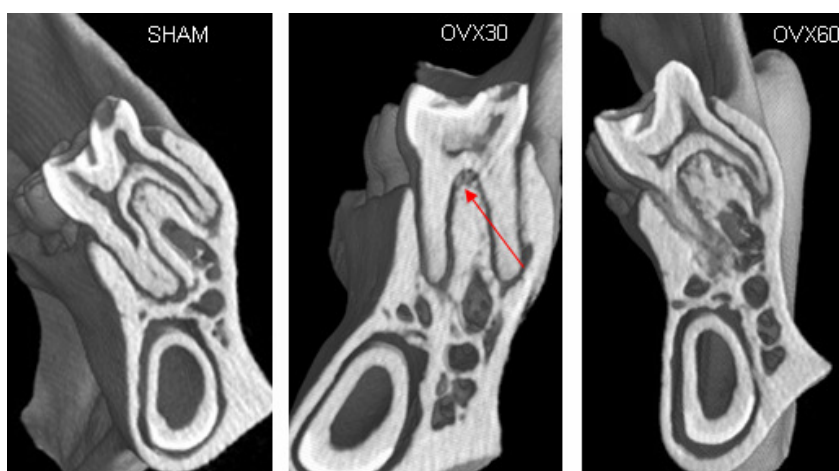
Imagens obtidas por microtomografia computadorizada mostrando alterações ósseas na região de septo do 2º molar (seta) entre os grupos SHAM, OVX30 e OVX60. Imagem obtida por Micro-CT (resolução 40µm).
